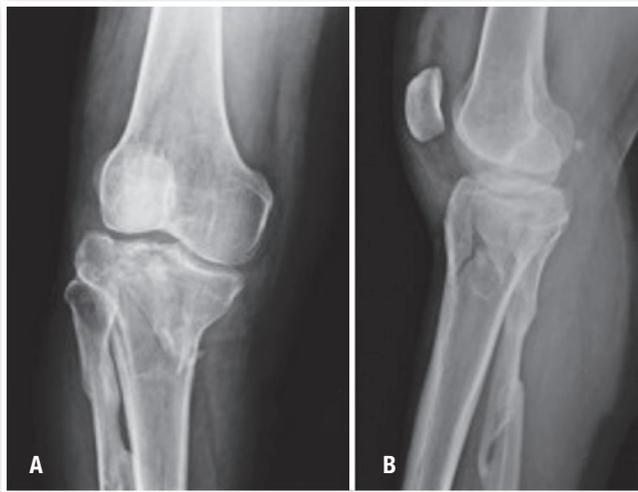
A) Radiografia inicial anteroposterior do joelho lesado. B) Radiografia inicial perfil do joelho lesado.
